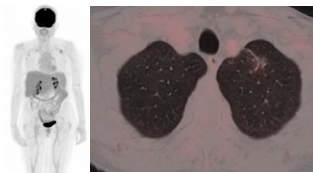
PET-TC en el que se objetiva respuesta completa
